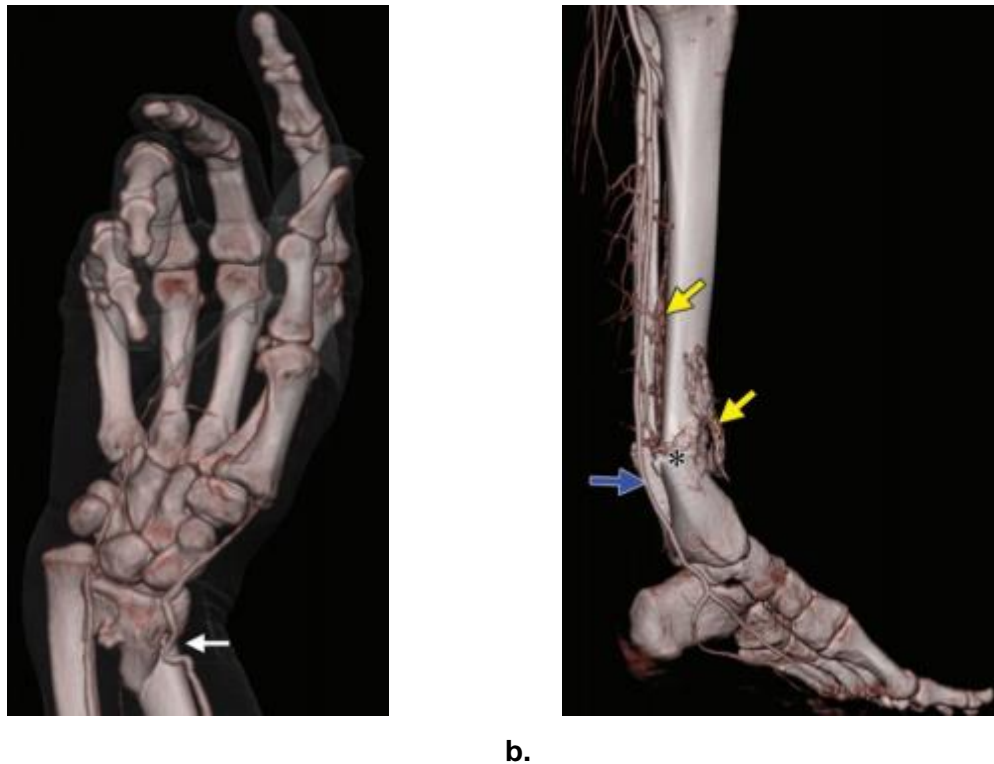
AngioTC-PM de trauma das extremidades. (a) A imagem de TC da mão direita obtida após injeção arterial de um meio de contraste mostra uma fratura do rádio distal com aprisionamento da artéria radial (seta) mas sem sinais de laceração vascular; (b) A imagem de TC da perna esquerda após injeção arterial de meio de contraste mostra uma fratura (*) da perna, com extravasamentos do contraste em torno das artérias tibial e fibular anterior (setas amarelas). A artéria tibial posterior (seta azul) está directamente em contacto com o osso fraturado, mas não mostra sinais de laceração.
